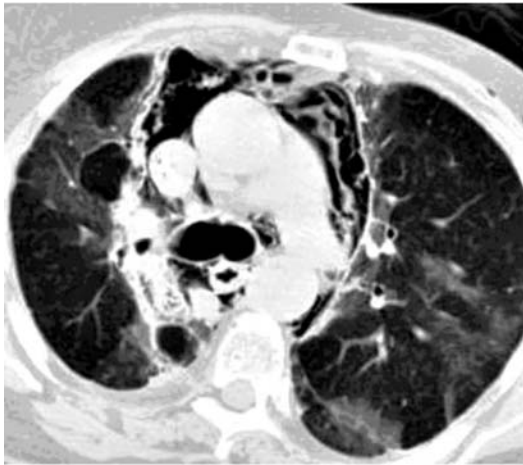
TAC de tórax de un paciente con FBP en el que se observa neumomediastino (tomada de Sarkar, P., Chandak, T., Shah, R., Talwar, A. *Diagnosis and Management Bronchopleural Fistula*. Indian J Chest Dis Allied Sci 2010;52:97-104)²
